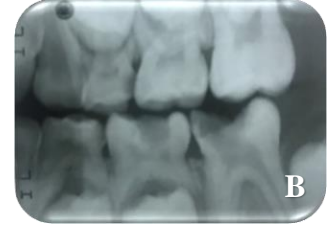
A. ART yöntemi uygulanacak sol alt birinci süt azı dişinin ağız içi görüntüsü, B. ART yöntemi uygulanacak sol alt birinci süt azı dişinin bite-wing radyografisi
